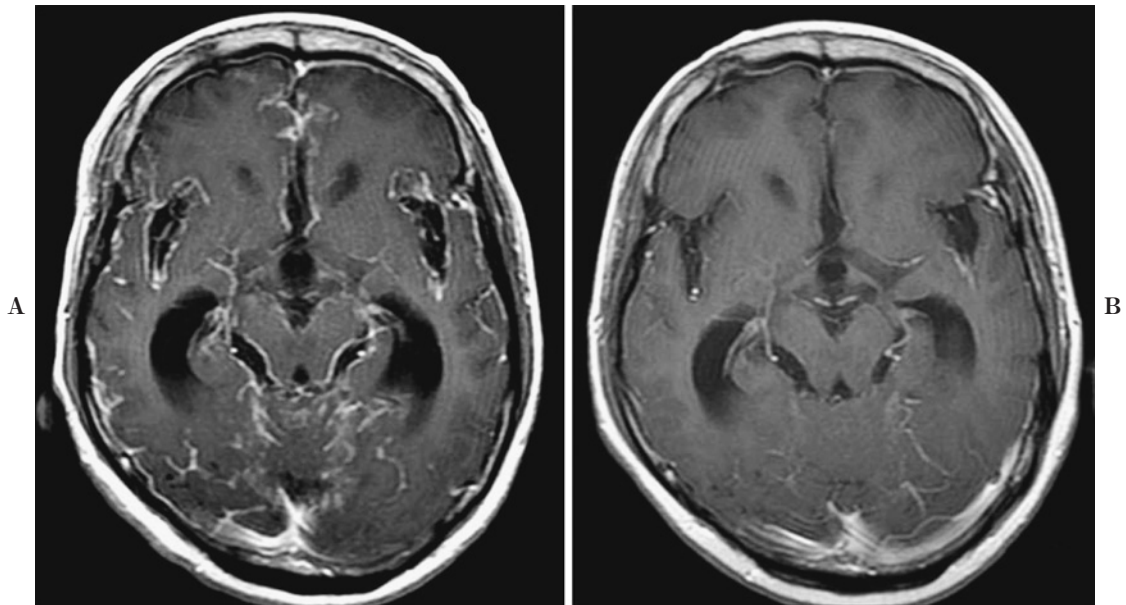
Enhanced brain MRI (Case 1). A: On recurrence of malignant meningitis. Enhancement of leptomeningeal disseminations on the surface of the cerebral fissure was detected again. B: After administration of erlotinib. Leptomeningeal disseminations improved.
